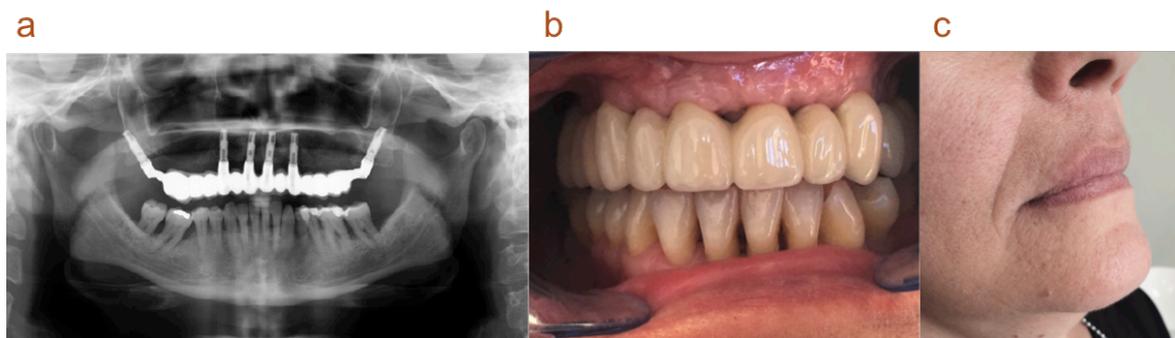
Imágenes post-tratamiento. Ortopantoradiografía final (a), rehabilitación protésica (b) y cambios en el soporte labial (c).
